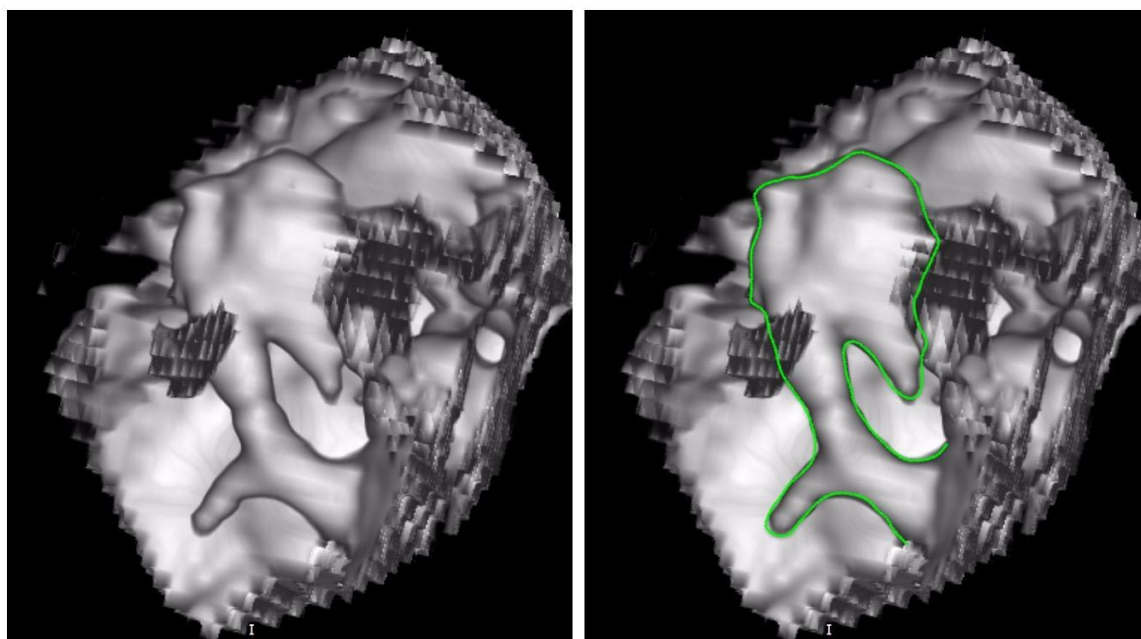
3D-модель барабанной полости, построенная на основе компьютерной томографии височных костей (шаг 0.6 мм), выполненной до операции. Левое ухо. Зеленым контуром выделен молоточко-наковальневый конгломерат. Рукоятка молоточка сливается с костным барабанным кольцом, отсутствует наковальне-стременное сочленение.
